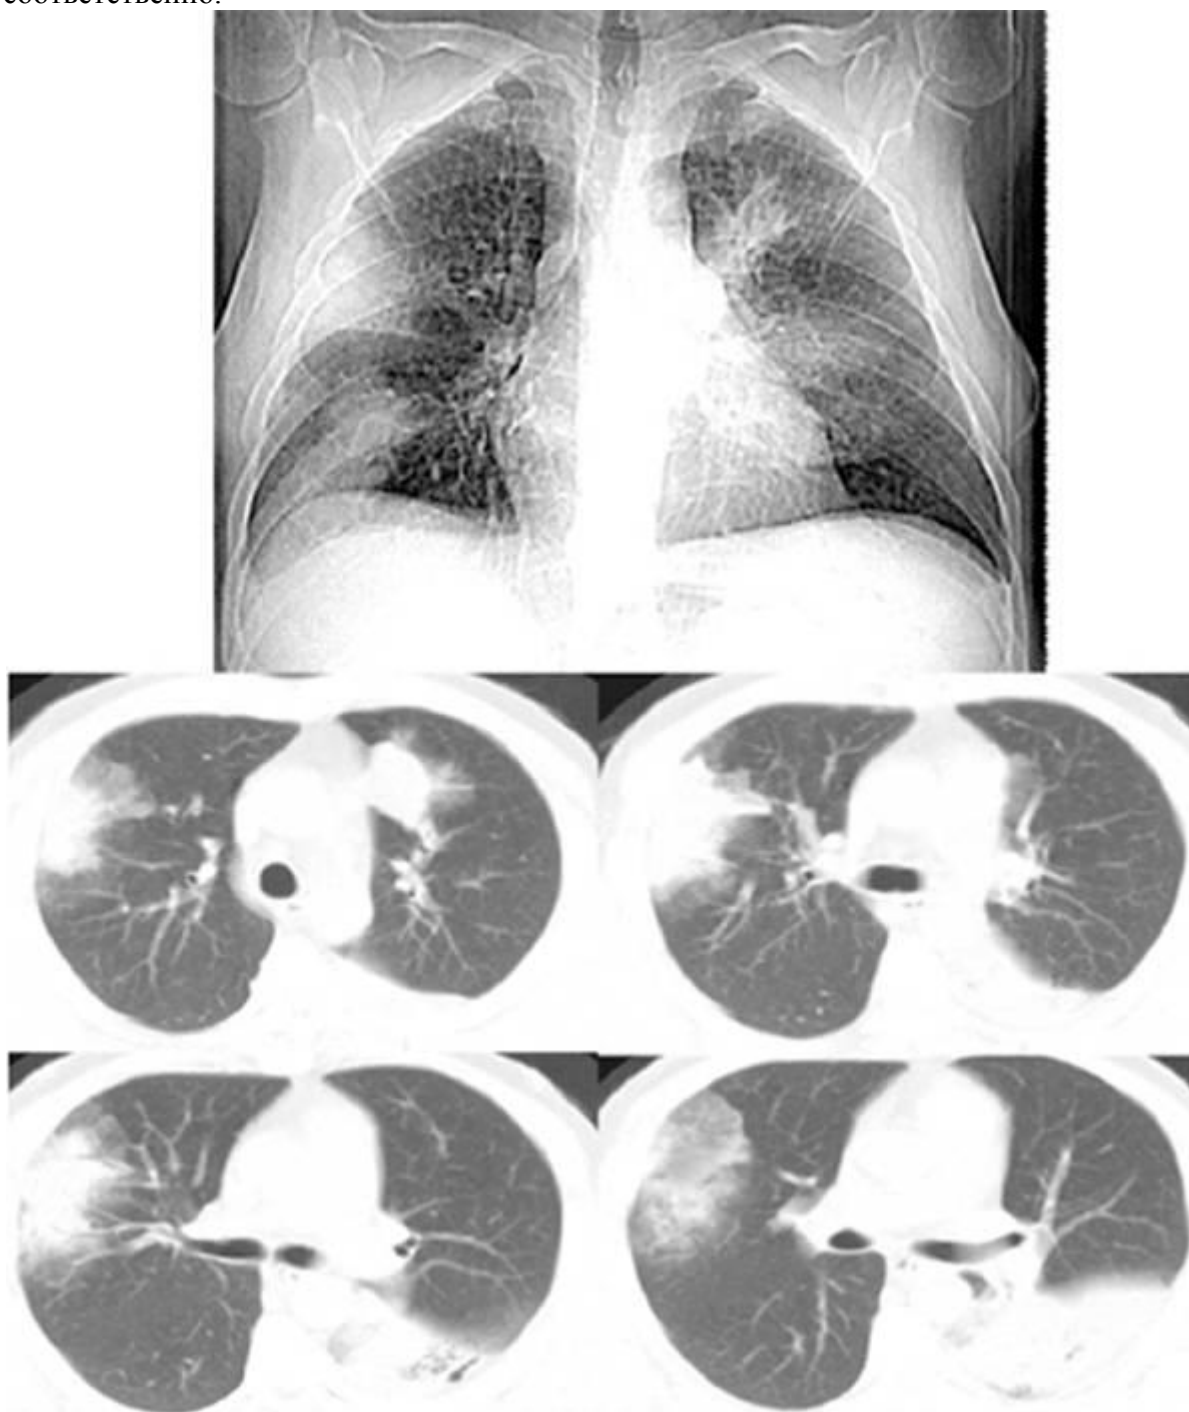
Криптогенная организирующая пневмония. На рентгенограмме определяются множественные участки ограниченного затемнения обоих легких. На представленных компьютерных томограммах в средней доле правого легкого, в верхней и нижней долях левого легкого определяются преимущественно субплеврально расположенные обширные зоны консолидации с «воздушной бронхограммой» на их фоне. Вокруг участков консолидации зоны понижения прозрачности по типу «матового стекла».
